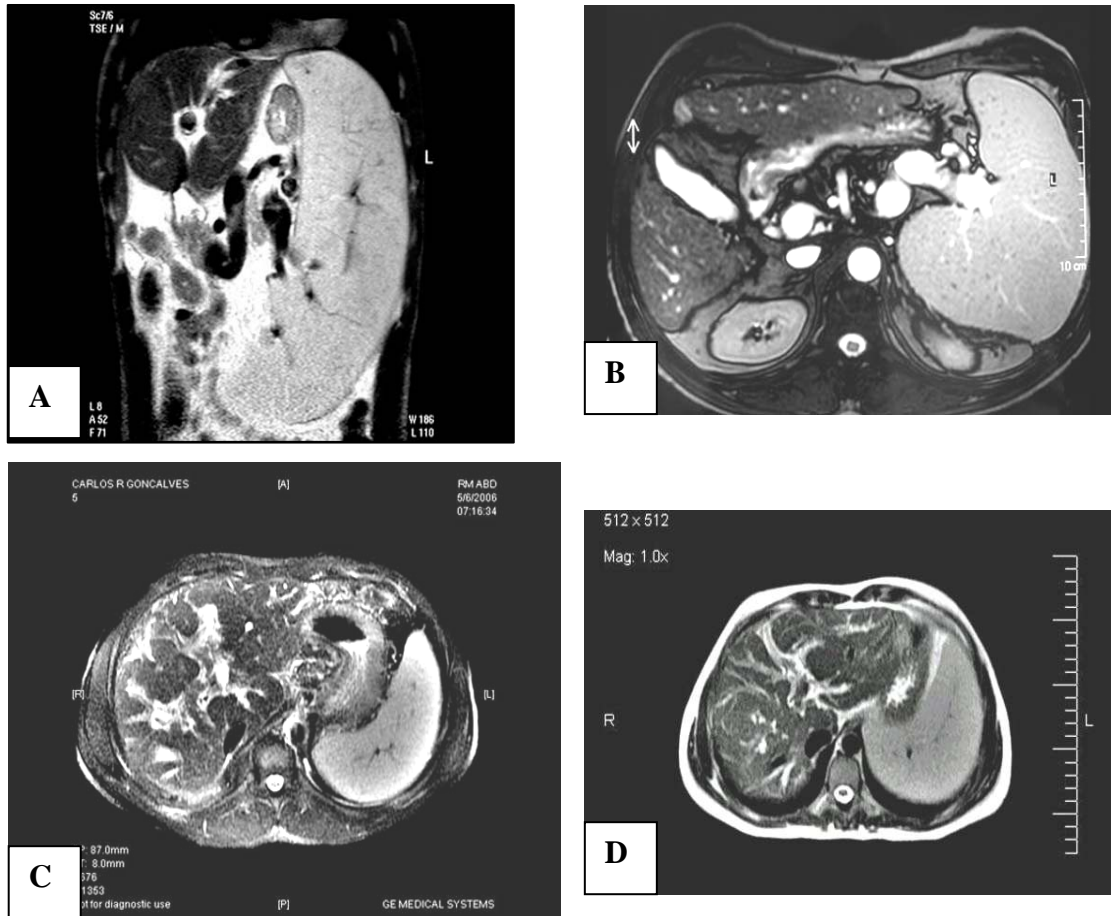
Ressonância magnética em pacientes com esquistossomose hepatoesplênica.
